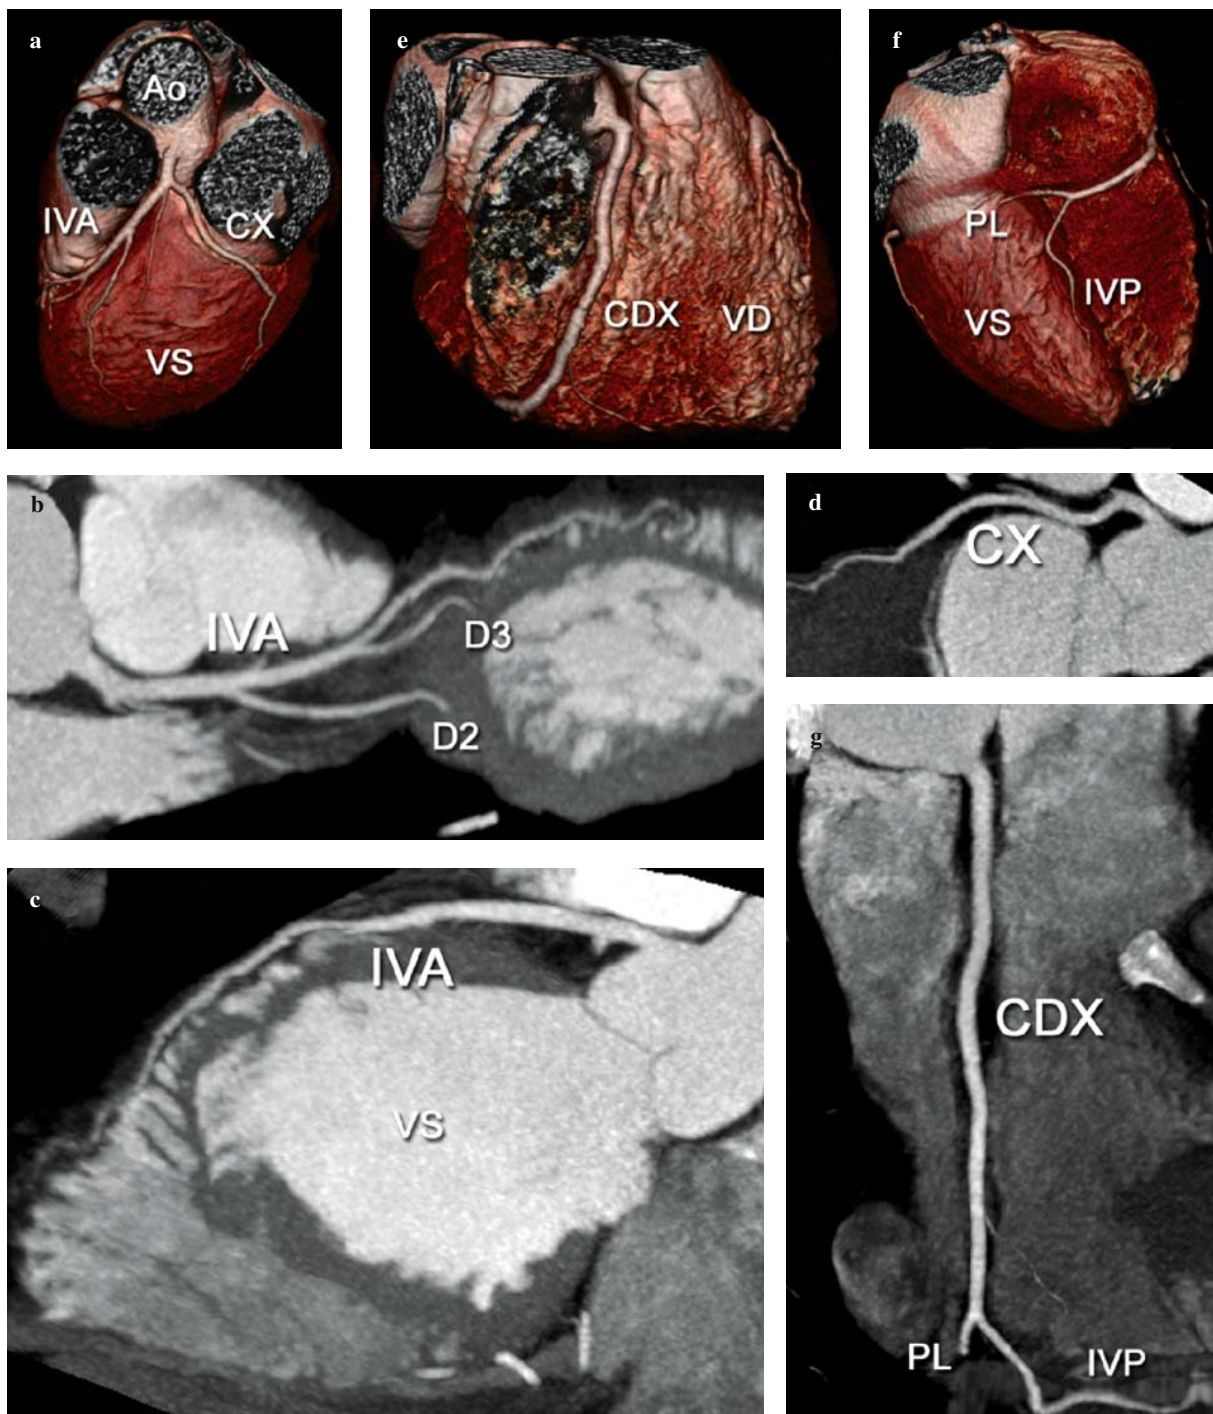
A 51-year-old diabetic man with intact coronary arteries on multislice computed tomography. Volume-rendered (VR) and curved multiplanar reconstructions (MPRs) of the left main coronary artery (a-d) show the presence of three diagonal branches and one marginal branch. VR and curved MPRs of the right coronary artery (e-g) show a dominant vessel with well-depicted PL and IVP branches. Ao, ascending aorta; CDX, right coronary artery; CX, circumflex artery; IVA, anterior interventricular or anterior descending coronary artery; D2 and D3, diagonal branches; IVP, posterior interventricular coronary artery; PL, posterolateral branch; VD, right ventricle; VS, left ventricle.
